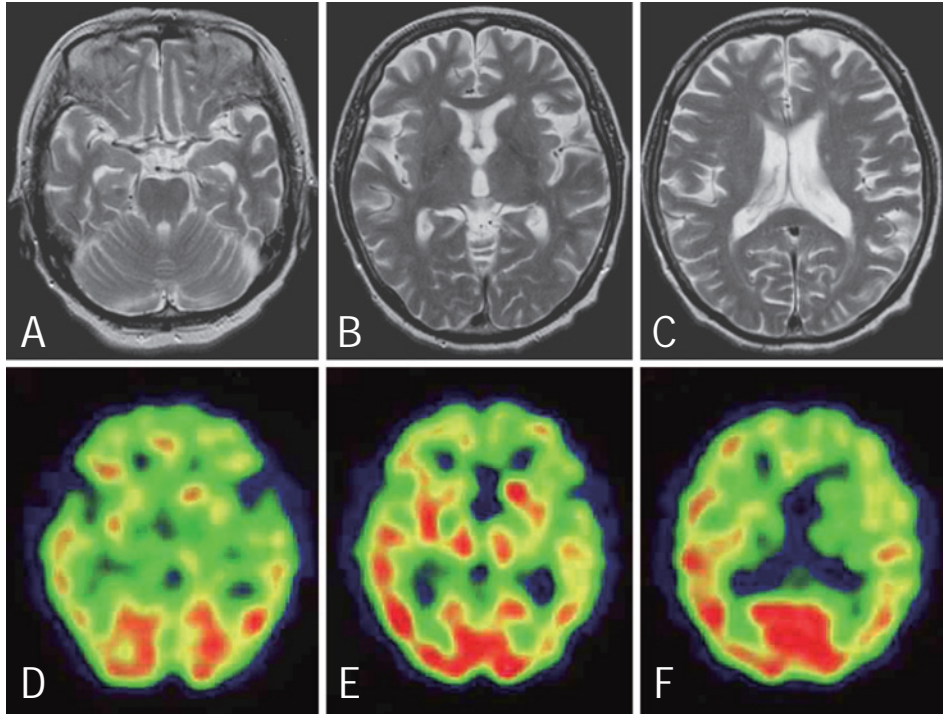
MR (A, B, C) and SPECT (D, E, F) images for patient 2. MR images (TR 4,400; TE 106) showed possible dilatation of the inferior horn of the lateral ventricles with mild and diffuse cerebral atrophy, and SPECT images demonstrate reduced uptake in the bilateral frontotemporal lobes and in the partly parietal lobes, predominantly on the left side.
